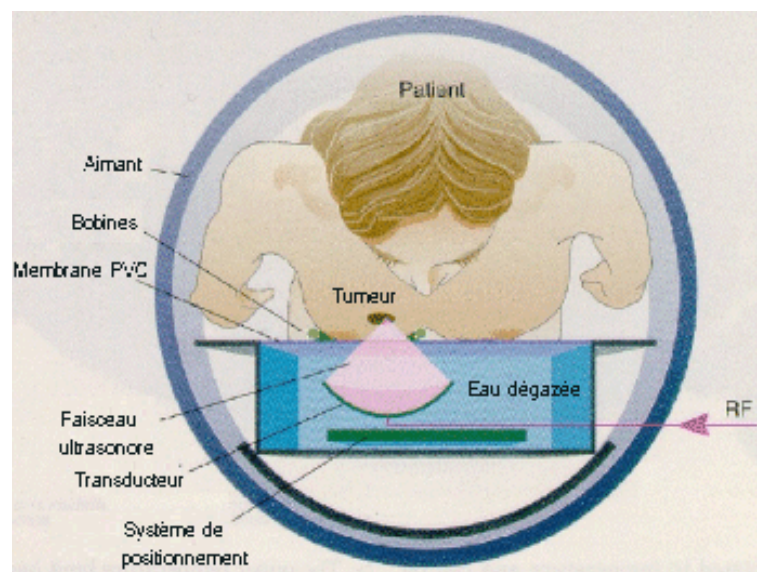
Dispositif pour un traitement ultrasonore du cancer du sein avec contrôle par imagerie IRM.
